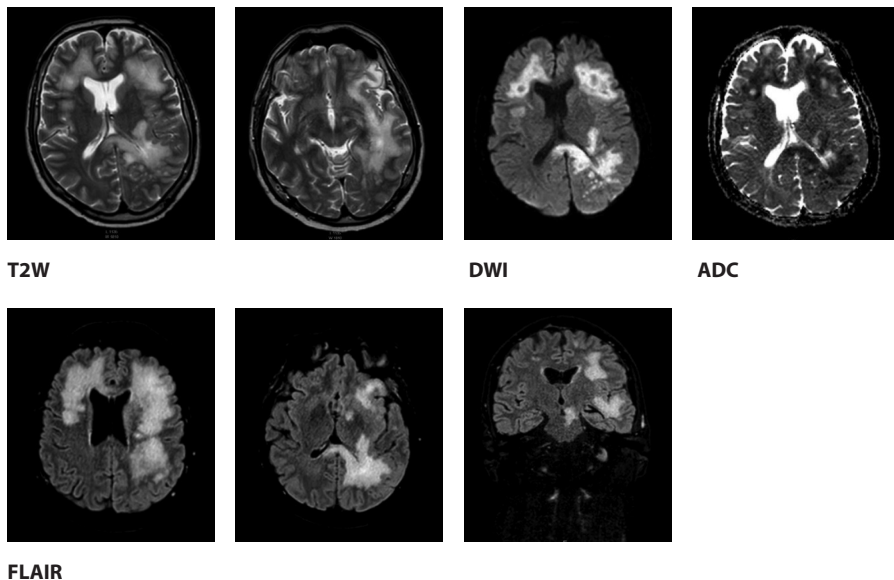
МРТ ГМ от 14.08.2023
